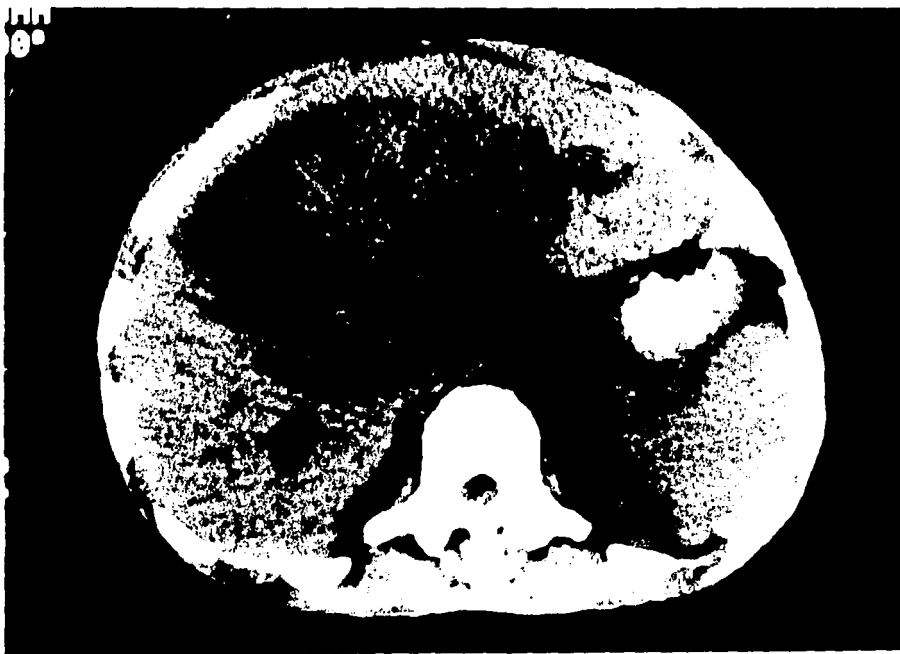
Tomografía computada de abdomen, corte axial muestra una lesión hipodensa en el lóbulo derecho Hepático, por absceso de etiología amibiana.
